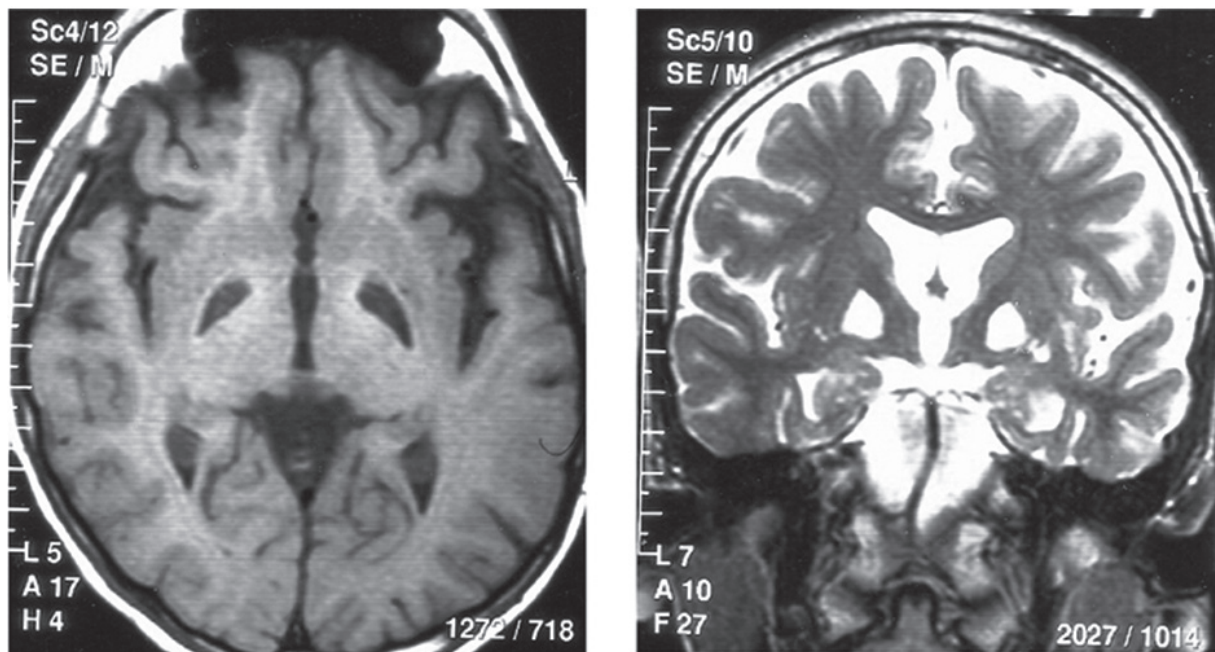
Resonancia magnética cerebral: en T1 hipointensidades bilaterales del núcleo lenticular, con predominio de *globus pallidum*; en T2, hiperintensidades en la misma localización
